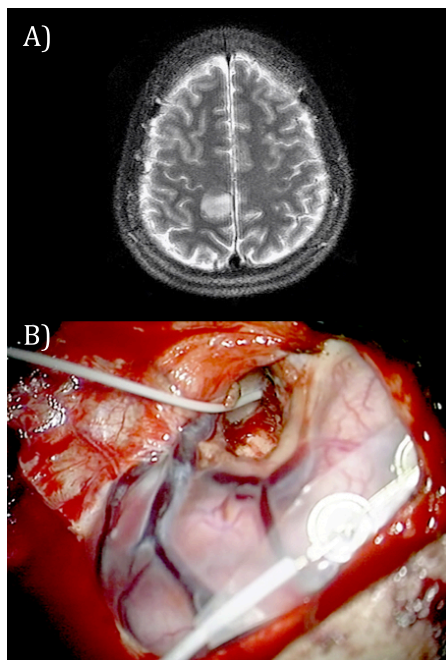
Imágenes del Paciente 29. A) RM craneal donde se observa una tumoración de aspecto glial parasagital derecha localizada en la corteza sensitiva. B) Fotografía intraoperatoria realizada al término de la cirugía visualizándose el electrodo cilíndrico posicionado en el espacio interhemisférico y el strip sobre la corteza sensitivo-motora de la mano. La flexibilidad, morfología cilíndrica y pequeño diámetro del electrodo profundo le permite alcanzar el espacio interhemisférico con facilidad, obteniéndose un registro continuo mientras se lleva a cabo la resección tumoral.
